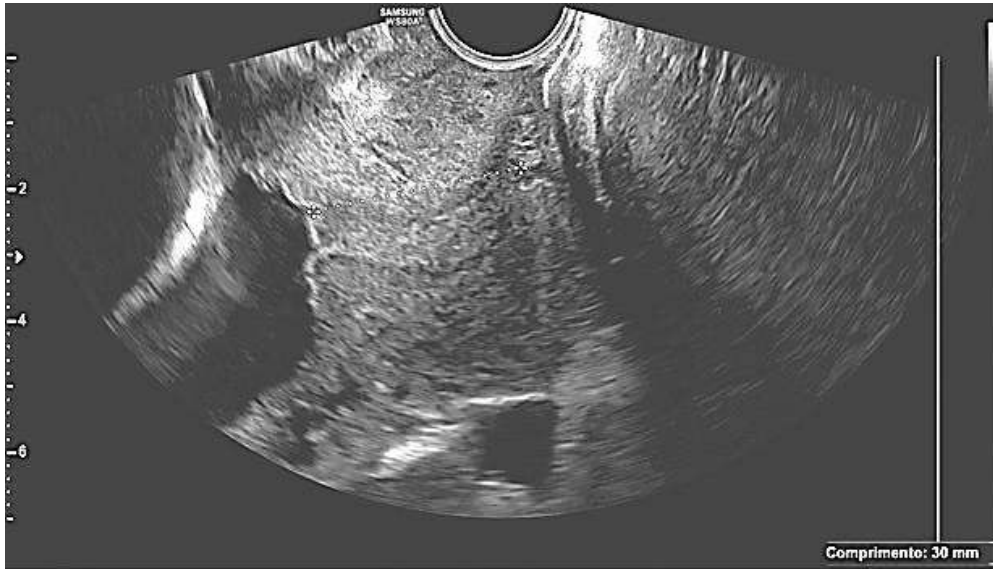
Imagem de Ultrassonografia
